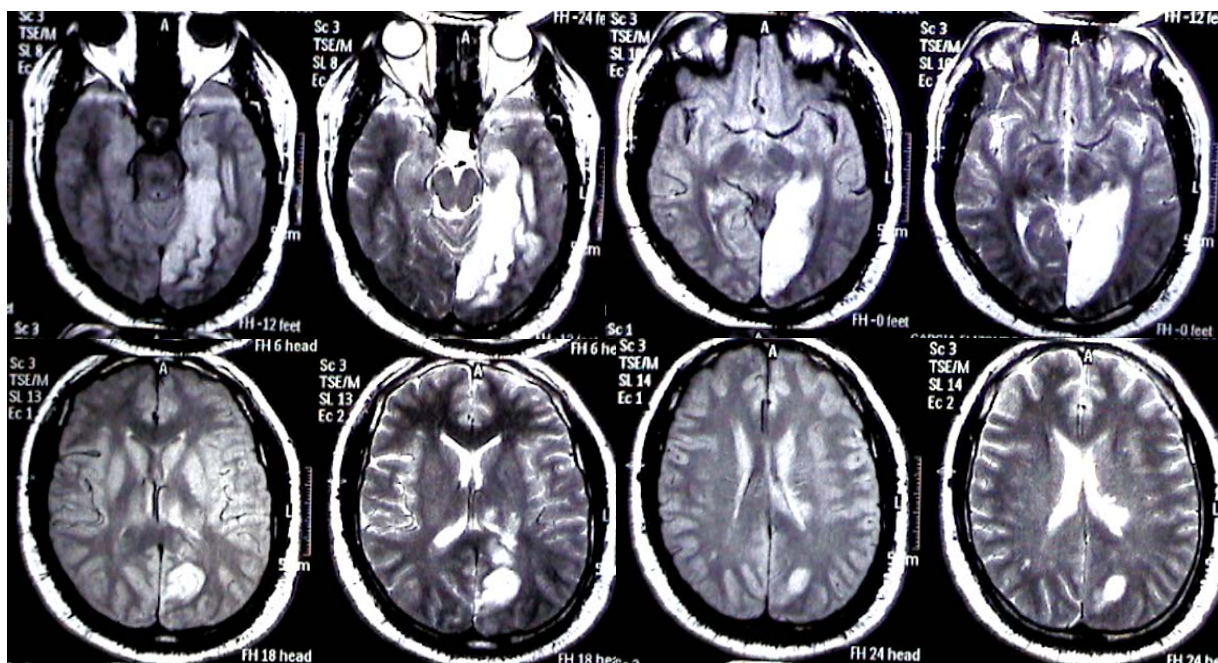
Imagen de Resonancia Magnética (IRM) que muestra hiperintensidad en área parieto-occipital izquierda que involucra el territorio de la Arteria Cerebral Posterior
